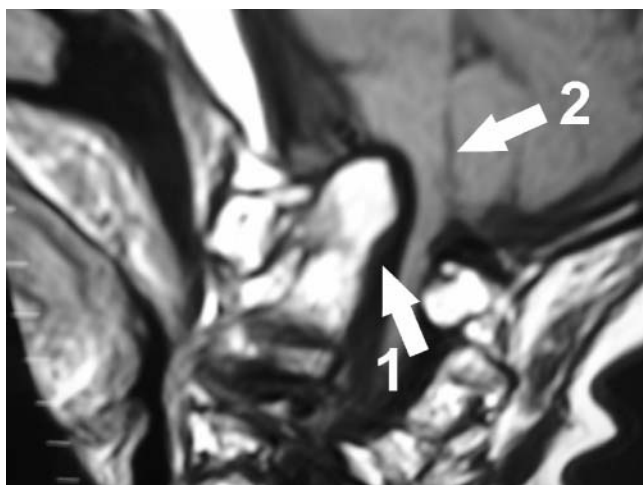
“Luxación vertical”. Luxación de la articulación occipito-atlanto-axoidea por artritis reumatoide: corte sagital de resonancia magnética en la UOC donde se observa impresión basilar de C2 en la unión bulbo medular anterior. La flecha 1 señala el odontoi-des imprimiendo al bulbo señalado por la flecha 2.
